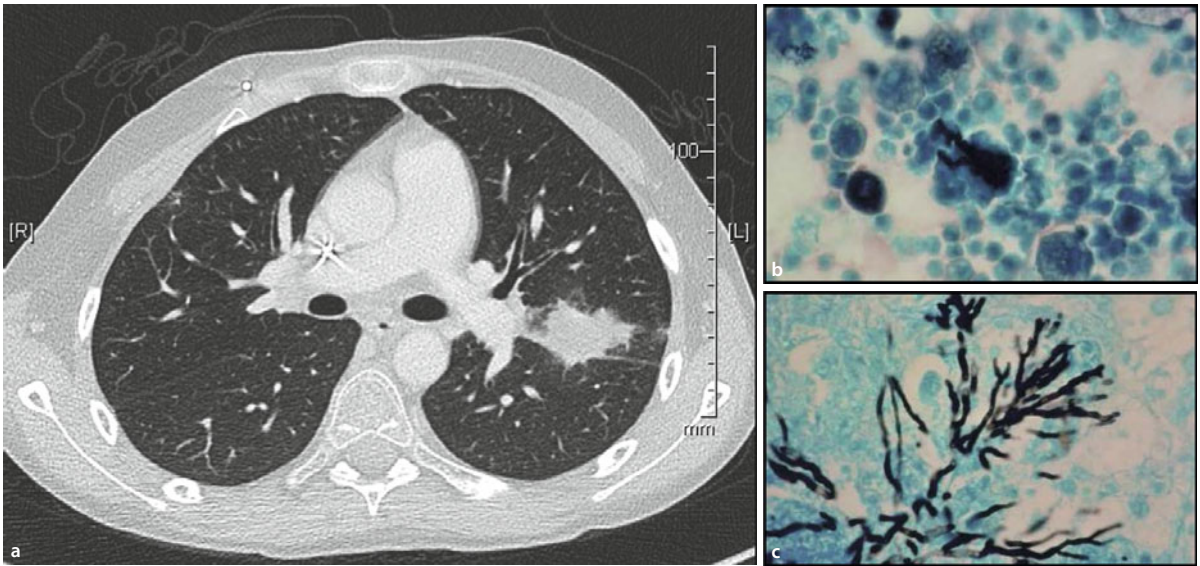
Invasive Schimmelpilzinfektion der Lungen. a CT-Thorax mit rundlicher Verdichtung im Segment 2 links mit perifokalem Halo und beginnender Einschmelzung; 16 Jahre alter Patient mit ALL in der antileukämischen Intensivtherapie. b Nachweis von rudimentären Pilzelementen in der bronchoaleolären Lavage. c Dichotom verzweigte Hyphen in der Lungenbiopsie (Autopsiepräparat eines anderen Patienten). Kulturell Nachweis von *A. fumigatus* in BAL-Material bei positivem Galactomannan in Serum und BAL-Material
